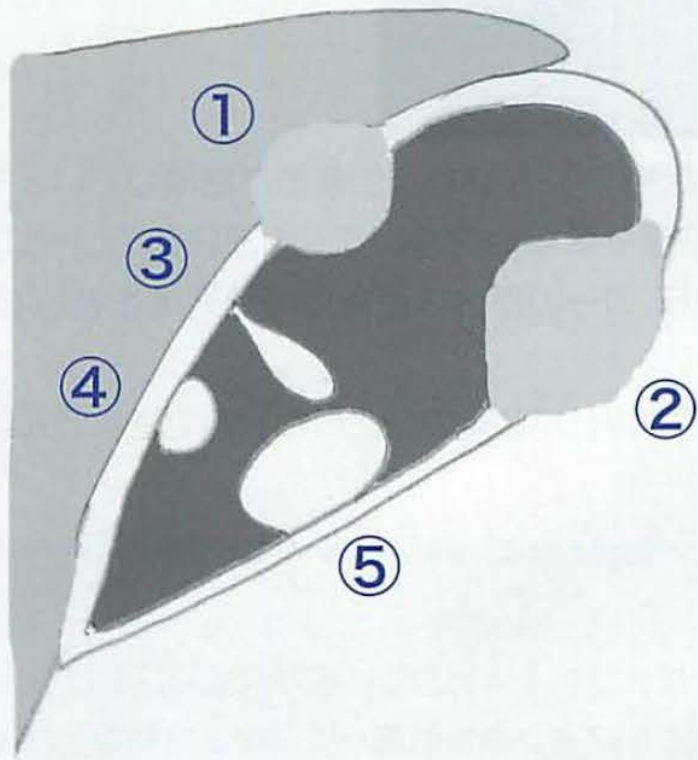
胆嚢のカテゴリー分類（日本消化器がん検診学会 腹部超音波がん検診基準 改変）
